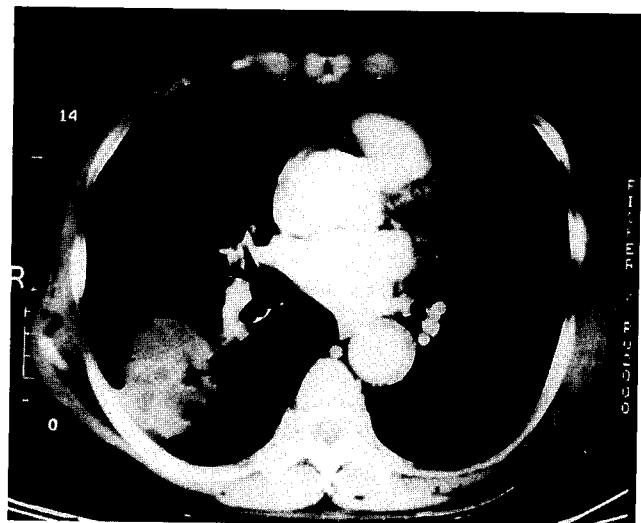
Preoperative chest CT scan shows inhomogeneous multi-cystic mass in lateral basal segment of right lower lobe.
